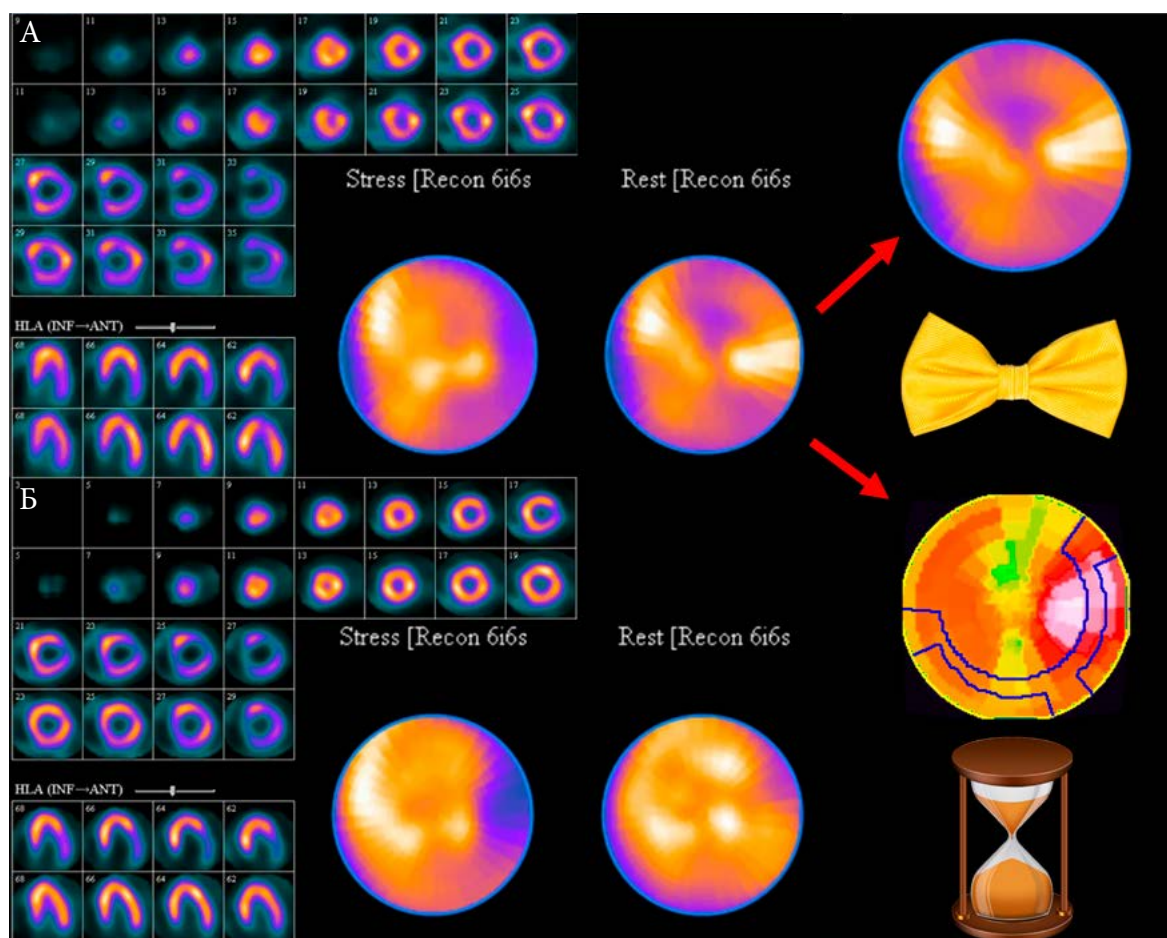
А. Парадоксальное снижение накопления РФП симметрично по передней и нижней стенкам ЛЖ – паттерн «галстука-бабочки» (А. Scholtens, 2017) или «песочных часов» (собственные данные, полученные на томографе Siemens e.Cam, 2008), в сочетании с «угловатыми» томографическими изображениями по коротким осям, являются характерным артефактом дыхательных движений пациента. Б. Томосцинтиграммы и полярные карты после программной коррекции движения
